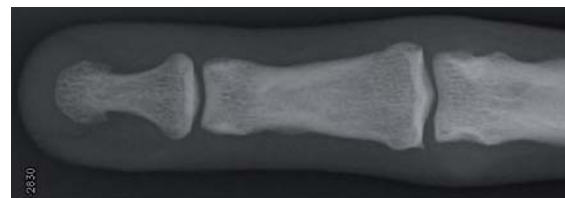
Röntgenbild der Hand eines Kletterers (40 Jahre, Kletterzeit 28 Jahre Kletterzeit) der absoluten Spitzenklasse. Geringe Verbreiterung der Gelenkfläche im Mittelgelenk mit subchondralen Sklerosierungen ohne jegliche degenerative Veränderungen.
